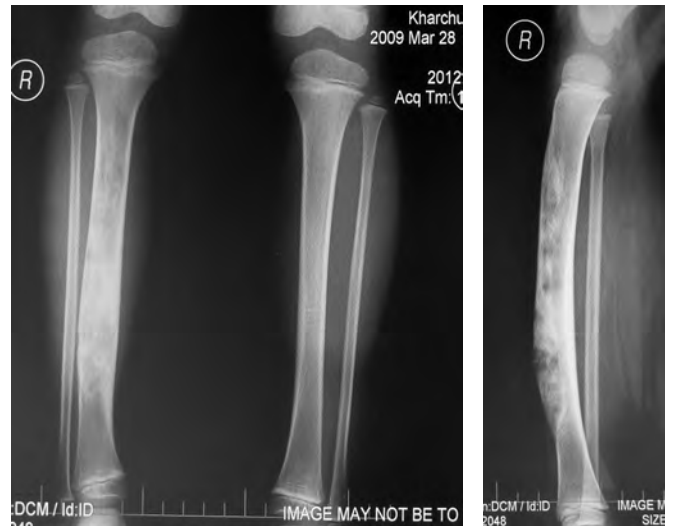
Рентгенограма хворого Х., 3 роки:
